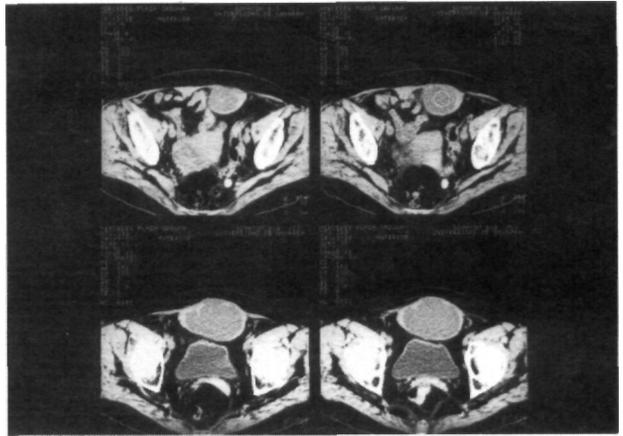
Colección líquida con pared gruesa adosada a pared abdominal en el TAC pélvico.
